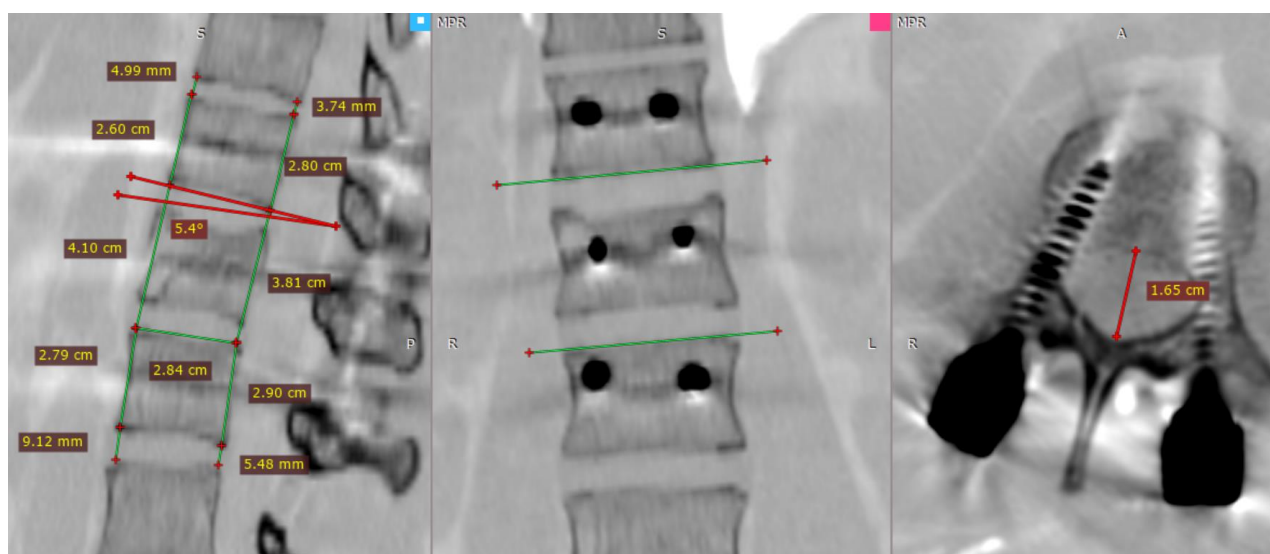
Контрольное СКТ-исследование пациента Б. после операции
